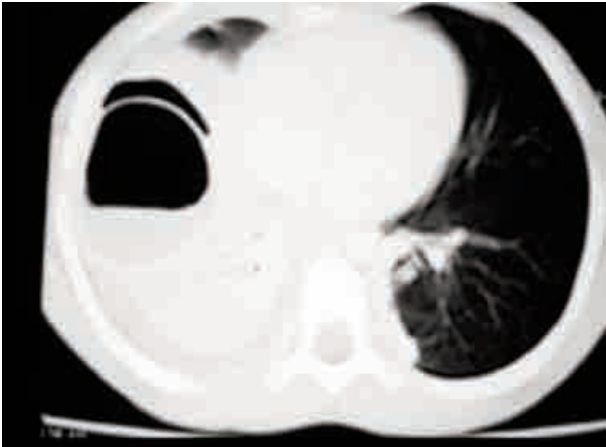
La TC de tórax demostró una lesión quística redondeada en base pulmonar derecha, con nivel hidroaéreo de 13 cm en su diámetro mayor, doble arco aéreo por la presencia de disección aérea entre la pared quística y el parénquima pulmonar circundante aplastado (periquística).
